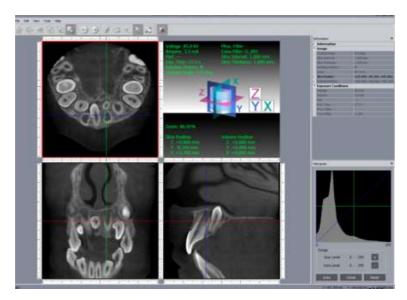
Tomographie volumique à faisceau conique initiale, 29/03/12 (Dr. J. PREVOST).
